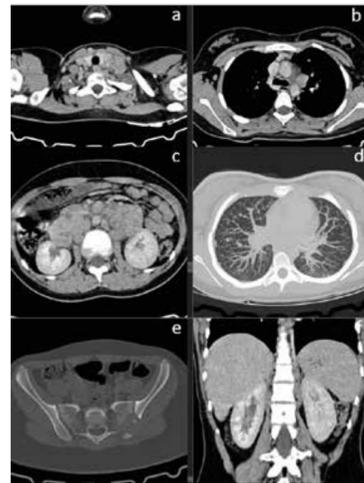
TC de tórax, abdome e pelve. Linfonodomegalia cervical (a), mediastinal (b), retroperitoneais (c), nódulos pulmonares (d), lesões líticas ósseas (e), rins sem lesões evidentes (f).
